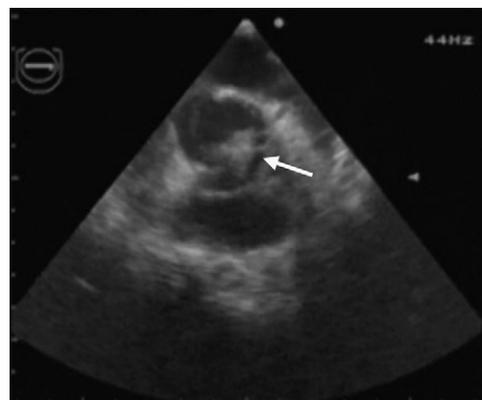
Plano em eixo curto de um ecocardiograma transesofágico mostrando uma vegetação (seta) a nível da válvula aórtica bicúspide.
